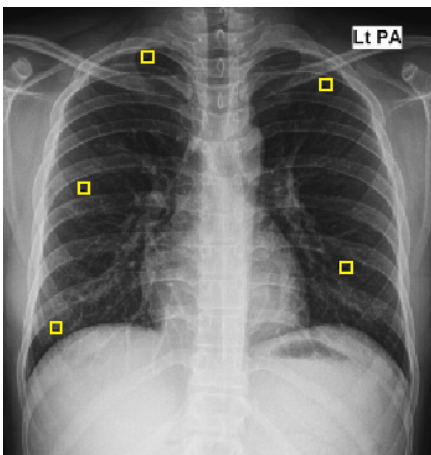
Example image of cut off on Digital Chest Radiography
